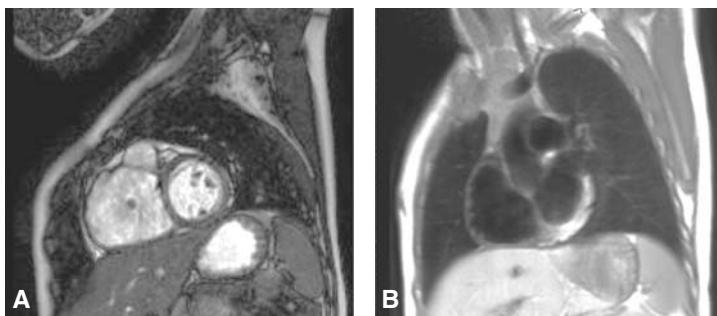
Resonancia magnética. Eje corto biventricular basal en gradiente eco “sangre blanca” (a) y doble inversión T1 “sangre negra” (b). Dilatación severa del ventrículo derecho con adelgazamiento de la pared libre y rectificación del septum interventricular. En (a) se observa un músculo papilar anormal en el centro de la cavidad ventricular.
